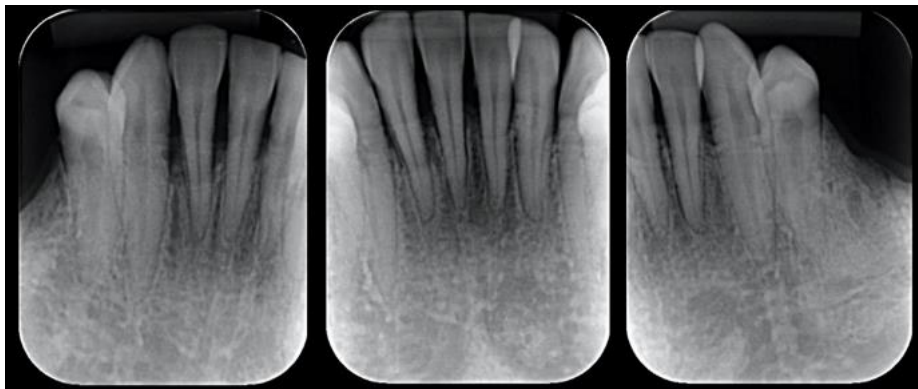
Radiografias periapicais da região antero-inferior mostrando perda óssea horizontal moderada generalizada. Note o esfumaçamento da crista óssea alveolar.
